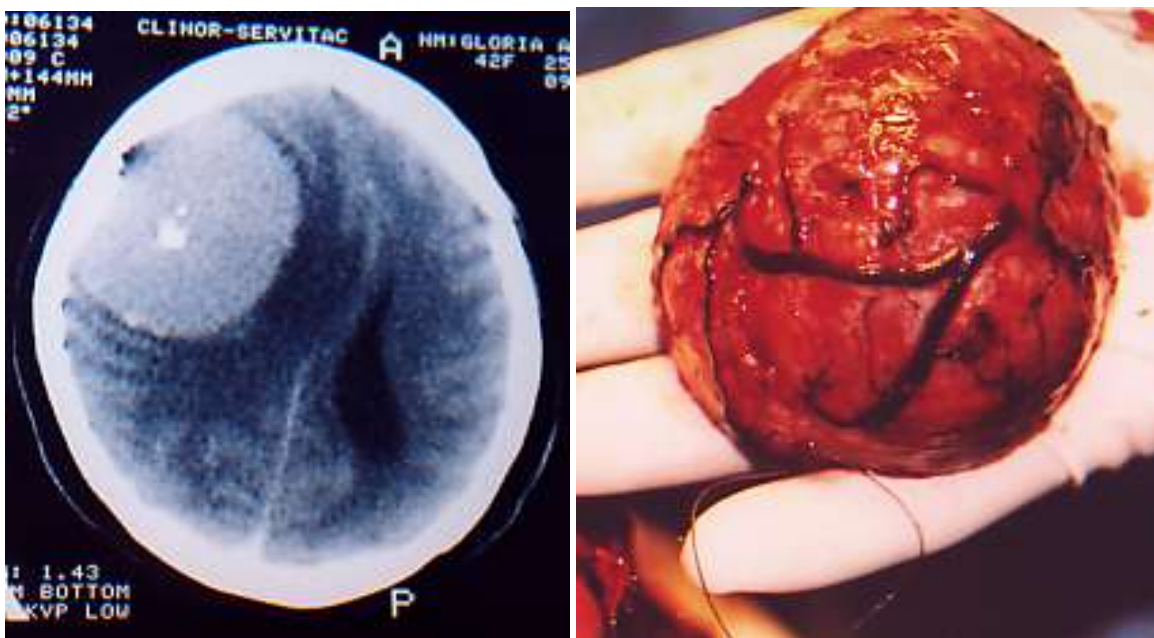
Protrusión ósea en un paciente con meningioma de la convexidad cerebral parietal. Fig. 6. TC-Cráneo: muestra el meningioma de la convexidad parietal derecha. Archivo personal.*
